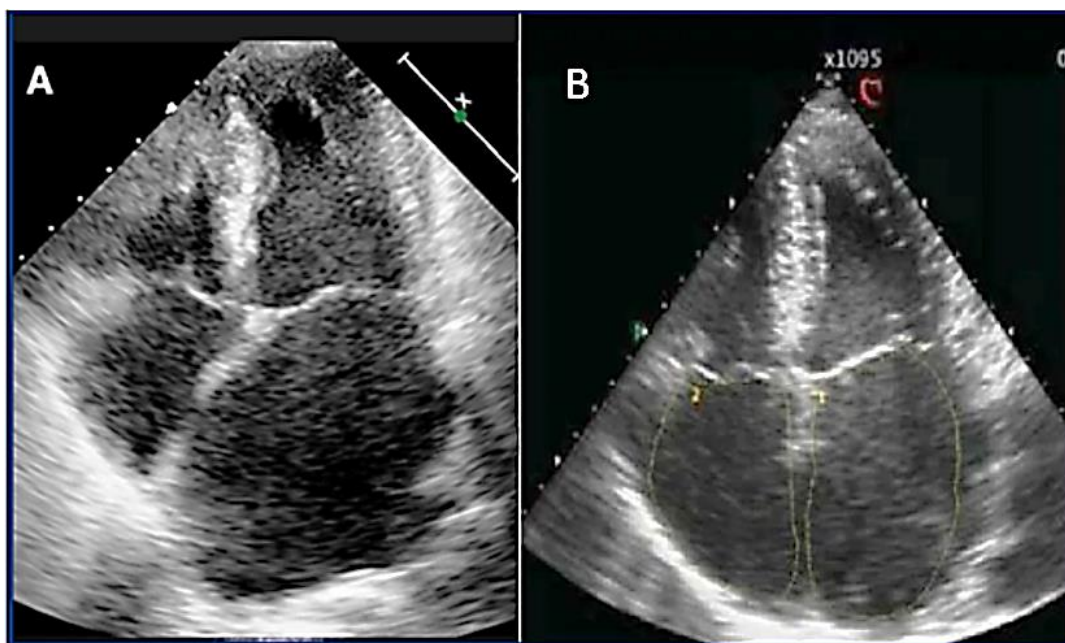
Эхокардиография при РКМП: А – небольшой размер полости левого желудочка при выраженной дилатации левого предсердия; В – выраженная дилатация предсердий при отсутствии легочной гипертензии
